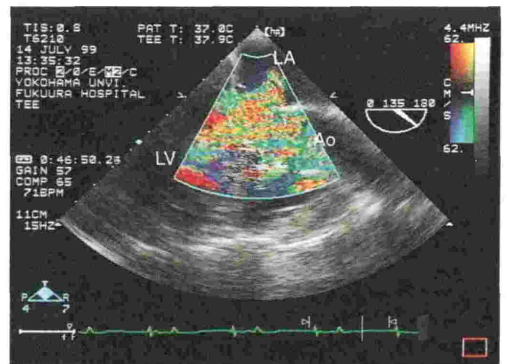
症例3の左室流出路狭窄を呈するカラードプラ心エコー図(経食道大動脈弁長軸断面)
